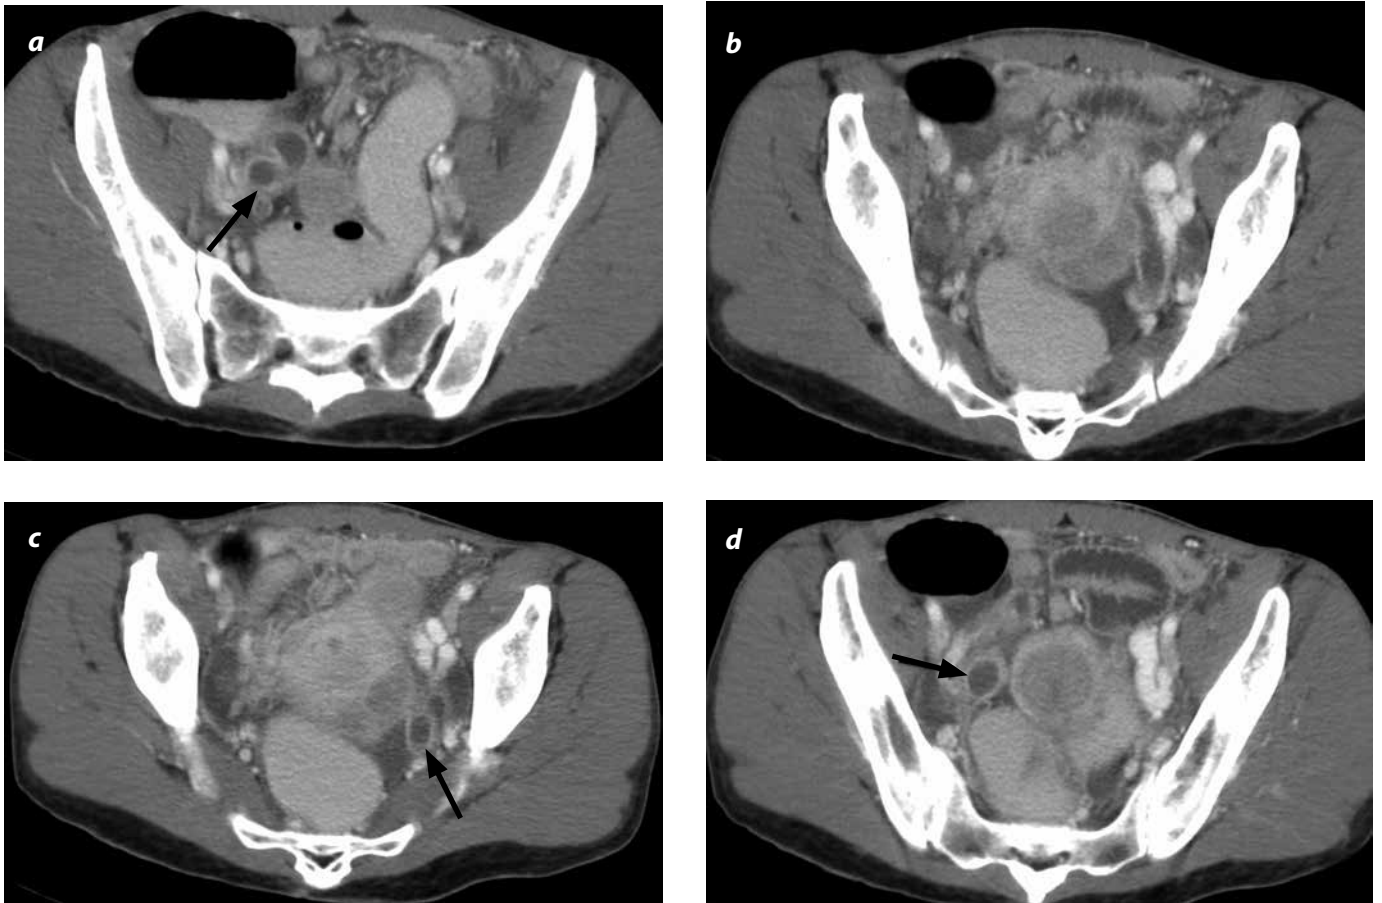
Enfermedad pélvica inflamatoria con abscesos tuboováricos. TAC pélvico con medio de contraste, axial, donde se observan dos estructuras tubulares quísticas anexiales (una a cada lado) con realce del medio de contraste en sus paredes (flechas) y con líquido libre y cambios inflamatorios de los planos grasos circundantes.
